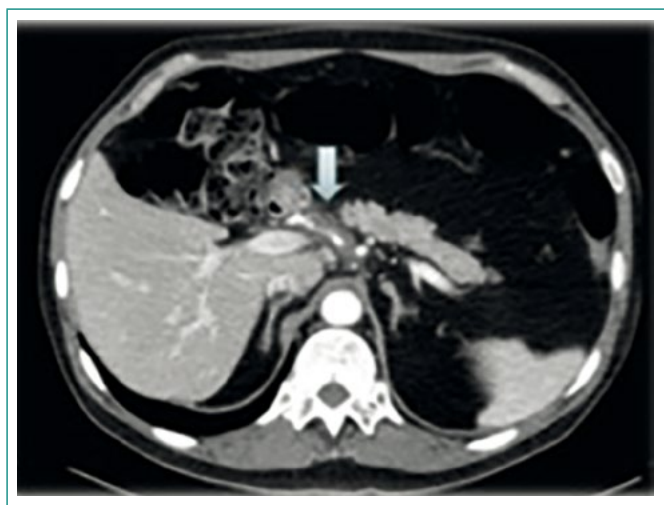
TC abdominal con contraste
